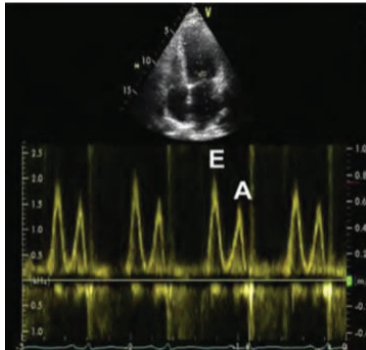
calcul du e/a sur un doppler pulsé du flux mitral
